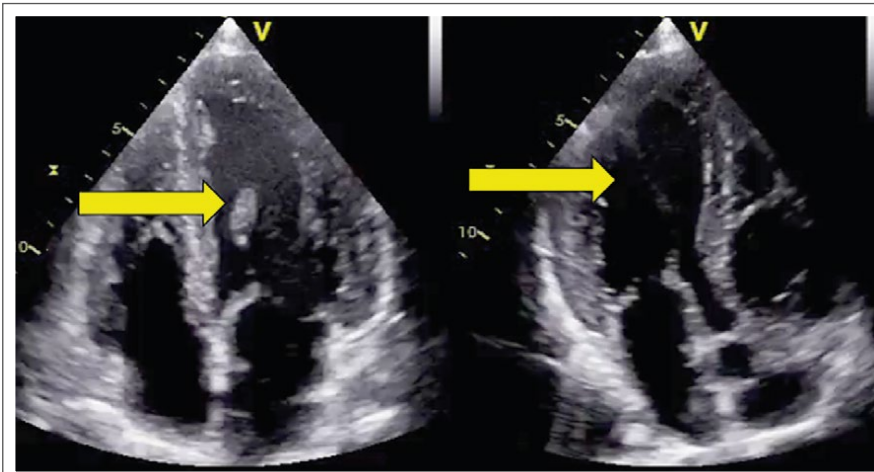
Echokardiographie: Papillarmuskelhypertrophie: Ein verdickter Papillarmuskel ist ein Hinweis auf Morbus Fabry. Bei Amyloidose ist der Papillarmuskel nicht verdickt (nicht sichtbar). (© Amicus Therapeutics)
